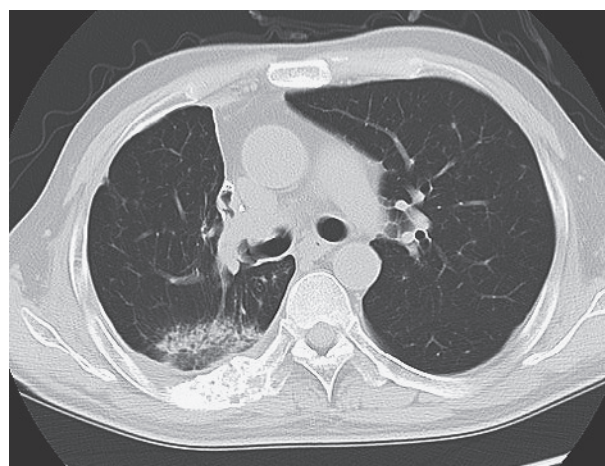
A chest CT scan taken 2 months after prednisolone administration shows improvement in the ground-glass opacities in the right lung.
